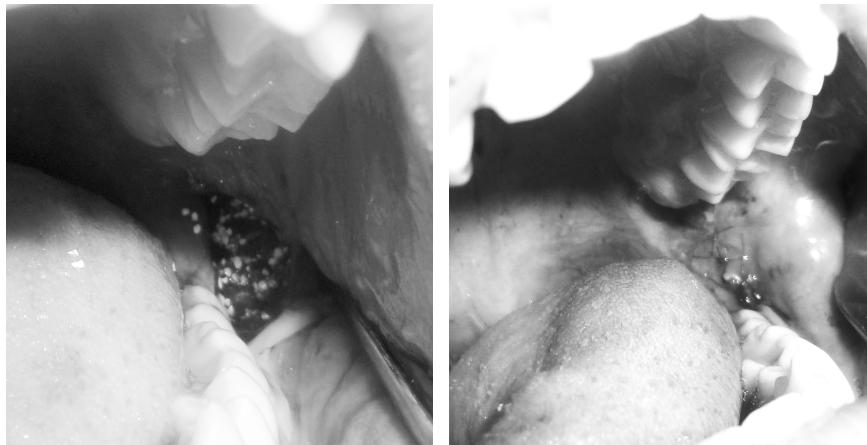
Етапи кісткового заміщення остеопластичним матеріалом та формування дистального приясенного краю другого моляра (згідно з рекомендаціями комп'ютерної програми «X-ray analyzer»).
